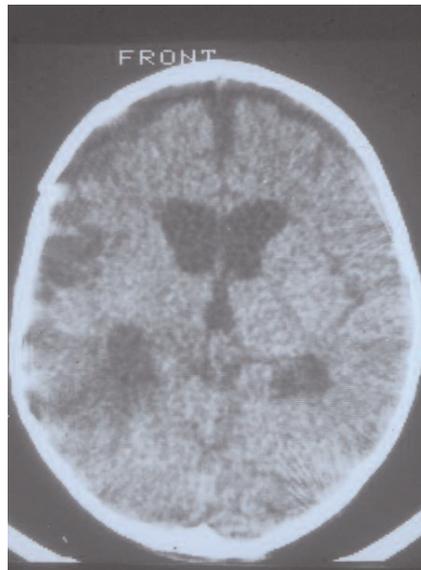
Tomografía computarizada (TC) en la que se observan lesiones cerebrales focales (zonas hipodensas en gris oscuro) y signos de atrofia difusa (dilatación ventricular y aumento de la fisura interhemisférica).
